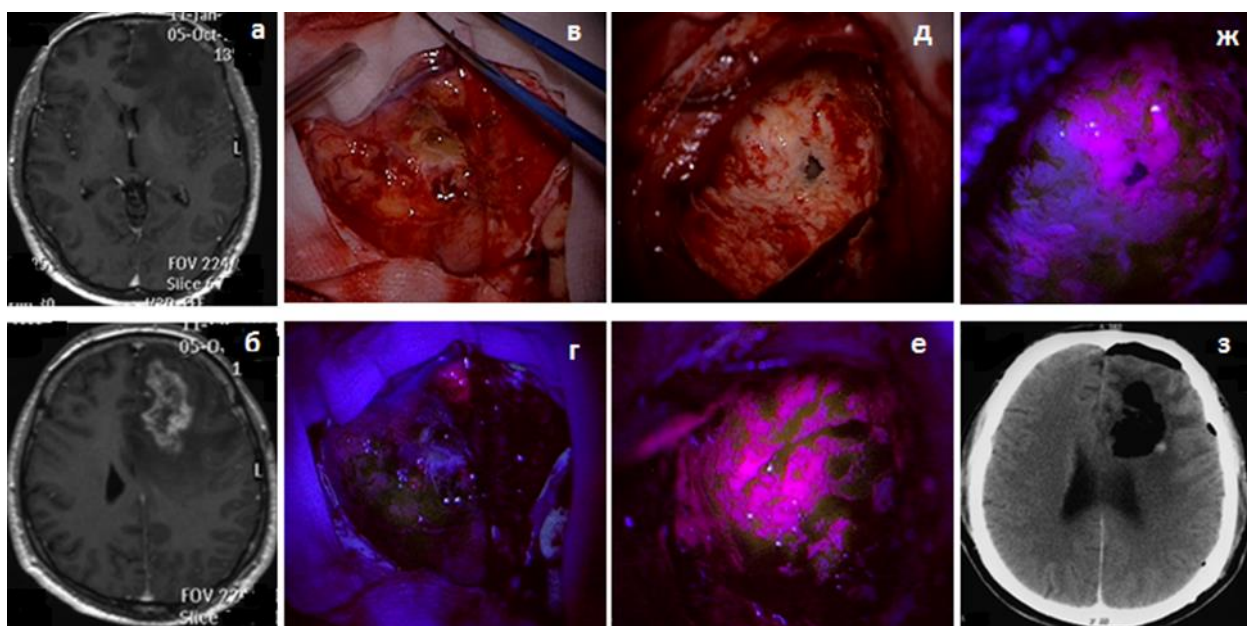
Интраоперационная флуоресцентная диагностика у пациента с продолженным ростом глиобластомы левой лобной доли на различных этапах оперативного вмешательства. а, б - МРТ до и после контрастного усиления до операции, аксиальные срезы; в, г - интраоперационные фотографии в белом свете и в режиме BL400 на начальном этапе операции, отмечается слабая флуоресценция; д, е - интраоперационные фотографии в середине этапа удаления опухоли, интенсивность видимой флуоресценции значительно усилилась, вид в белом свете и в режиме BL 400; ж - остаточная флуоресценция в конце этапа удаления опухоли, интраоперационная фотография в режиме BL400; з - послеоперационная СКТ головного мозга в первые 24 ч.
